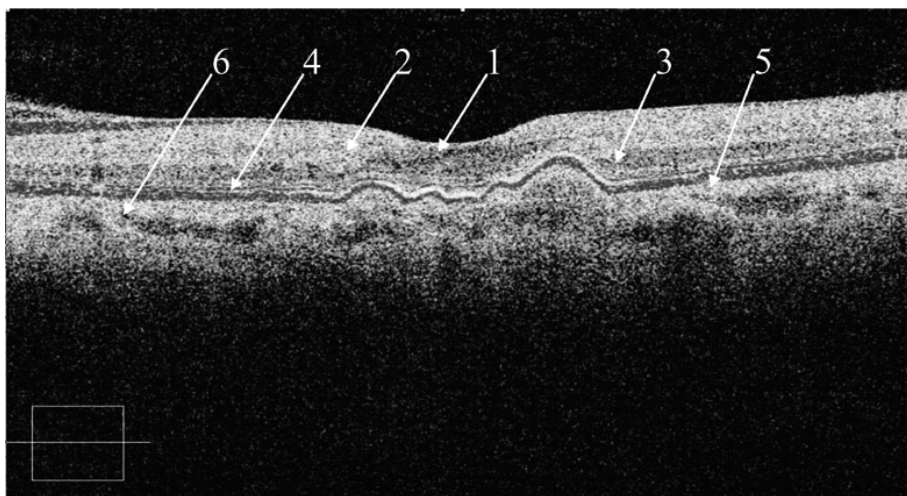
Оптическая когерентная томограмма макулы пациента с пре-хориоидальной неоваскуляризацией. Макула имеет правильный профиль с углублением в центре. Слои сетчатки хорошо дифференцируются, равномерные по толщине. Прозрачность слоя фоторецепторов снижена. На уровне пигментного эпителия отмечается волнообразное истончение, без явных признаков разрыва пигментного эпителия. В области центральной ямки желтого пятна сетчатка составила в среднем около 170 мкм, у края фовеа – 250 мкм. 1 – слой фоторецепторов, 2 – слой нервных волокон, 3 – биполярные клетки, 4 – пигментный эпителий сетчатки, 5 – слой хориокапилляров, 6 – хориоидея.
